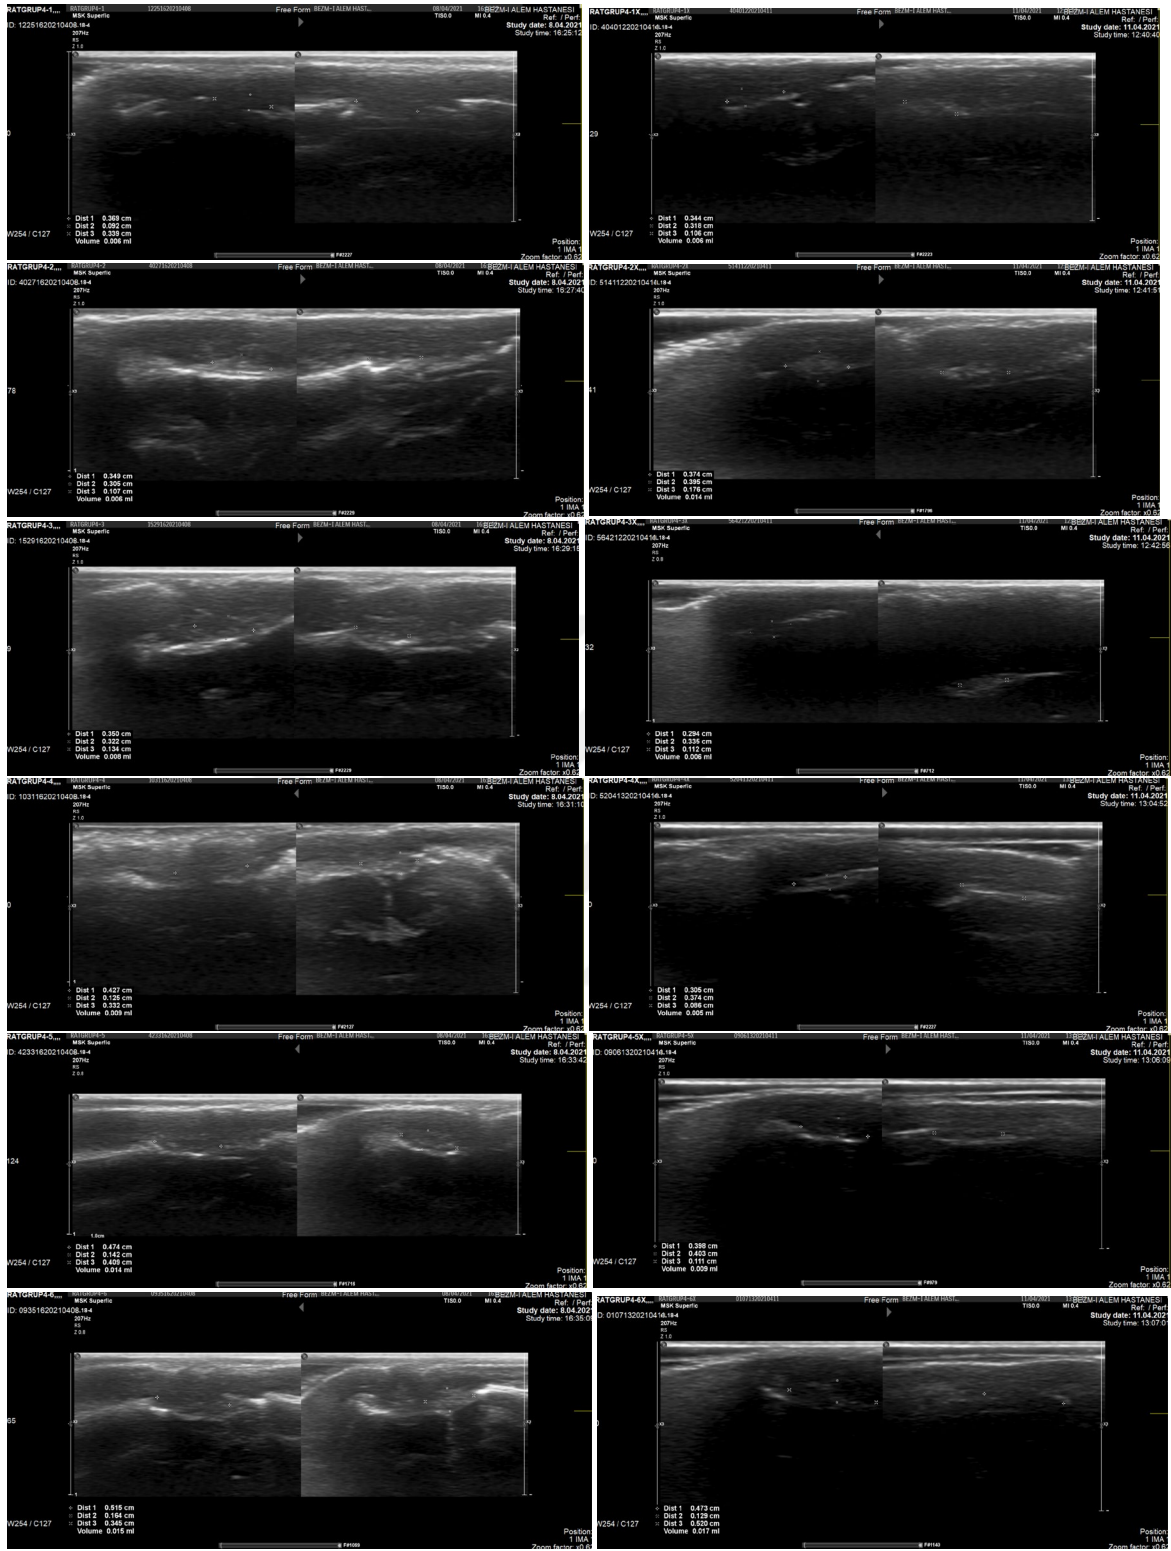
1. grup - Post-op 1. ve post-op 3. gündeki USG görüntüleri. (Sol taraf post-op 1. güne sağ taraf post-op 3. güne aittir.)
